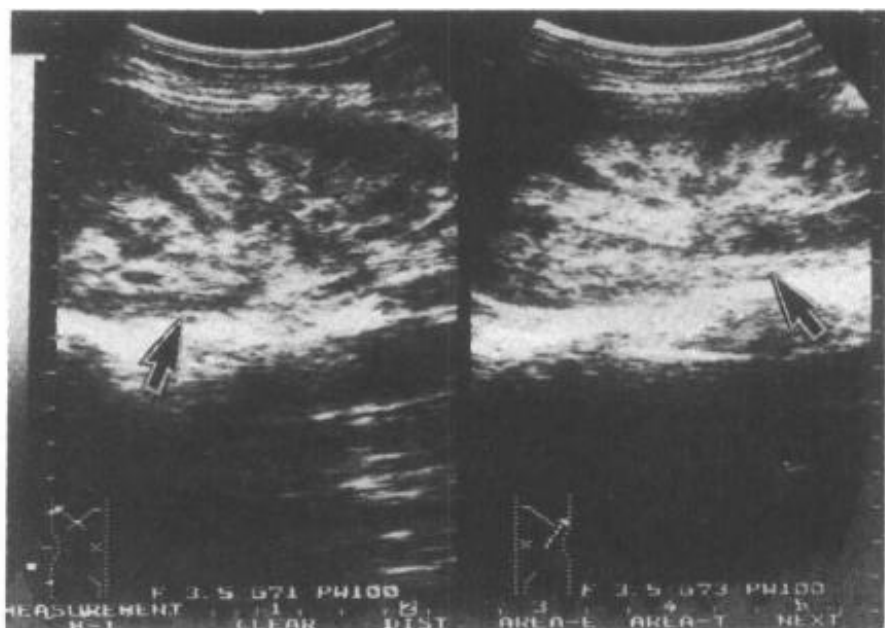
超声显示双侧海绵肾(肾髓质囊肿)
